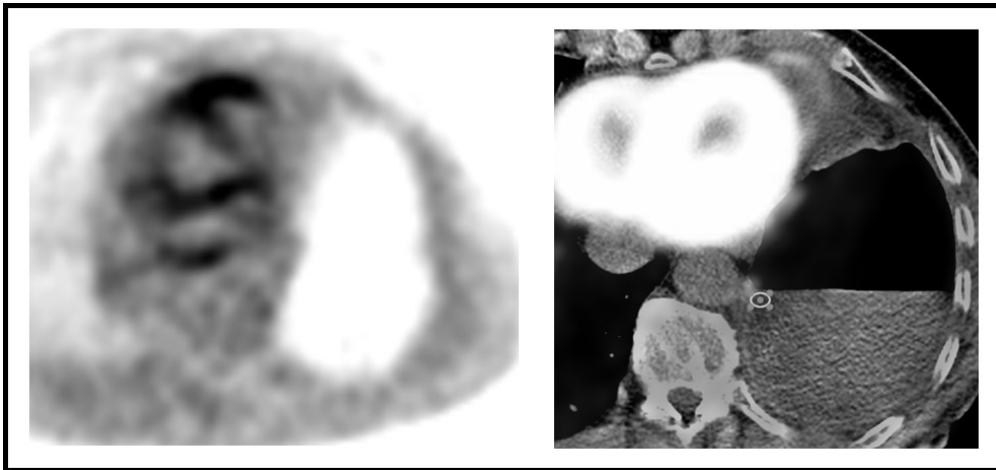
F-18 FDG-PET/CT.
